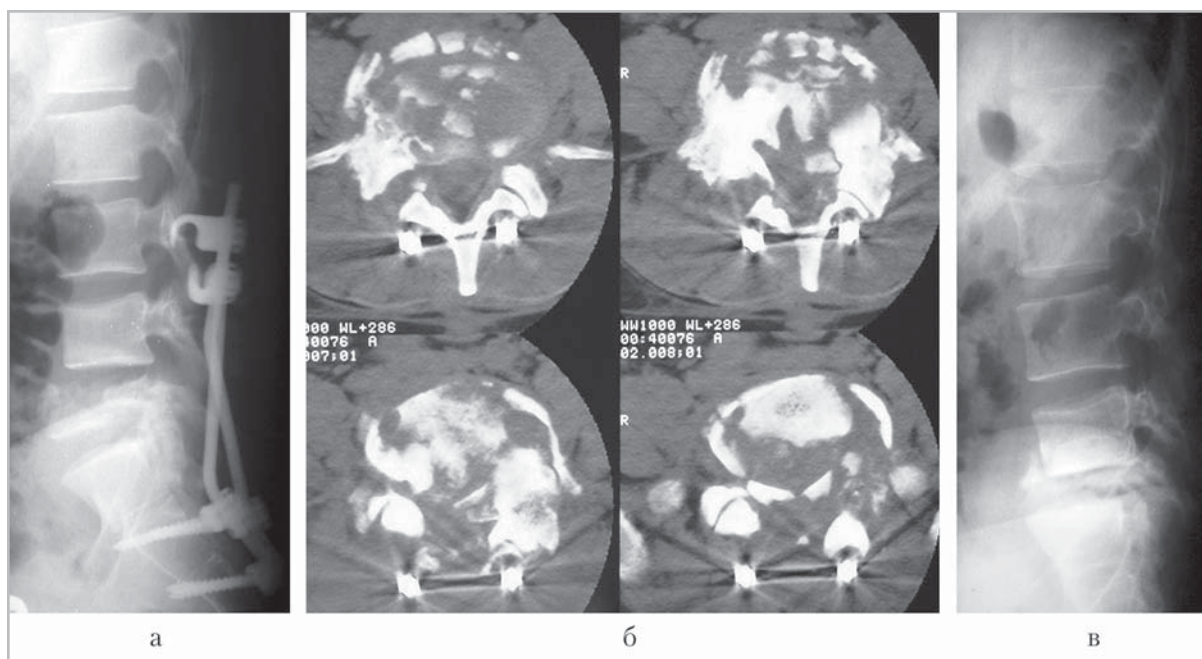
Результаты рентгенограмм и КТ пациента К. с взрывным переломом L_V позвонка, прооперированного с выполнением ламинэктомии L_V-S_I и задней стабилизацией ламинарной системой, и дальнейшим развитием посттравматического некроза поврежденного позвонка: *a* — боковая рентгенограмма, выполненная на 2-й день после операции и спустя 1 мес, со снижением высоты тела поврежденного позвонка, и развитием ретроспондилолистеза L_{IV} ; *б* — КТ, аксиальные срезы на уровне L_V с признаками литических изменений его костных фрагментов; *в* — рентгенограмма, выполненная после демонтажа металлоконструкции через 7 и 12 мес после операции соответственно, на которых отмечается дальнейшее выраженное снижение высоты тела поврежденного L_V позвонка, ретроспондилолистез L_{IV}
